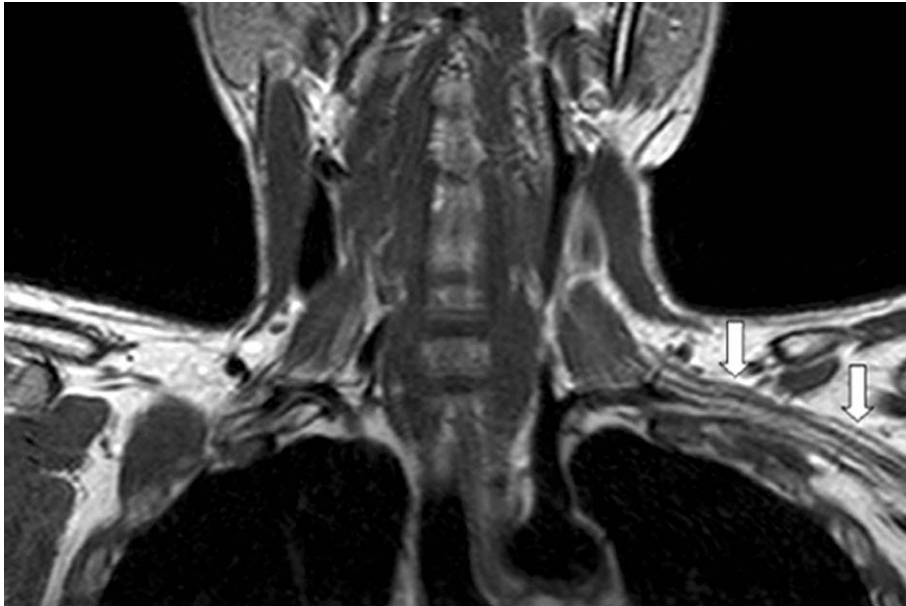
Brachial plexus MRI showing normal appearance of brachial plexus (arrows).
